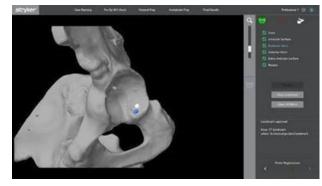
탐침에서 캡처한 랜드마크의 원래 예상 위치(흰 색) 및 골반 뼈 모델의 CT 랜드마크(파란색)
